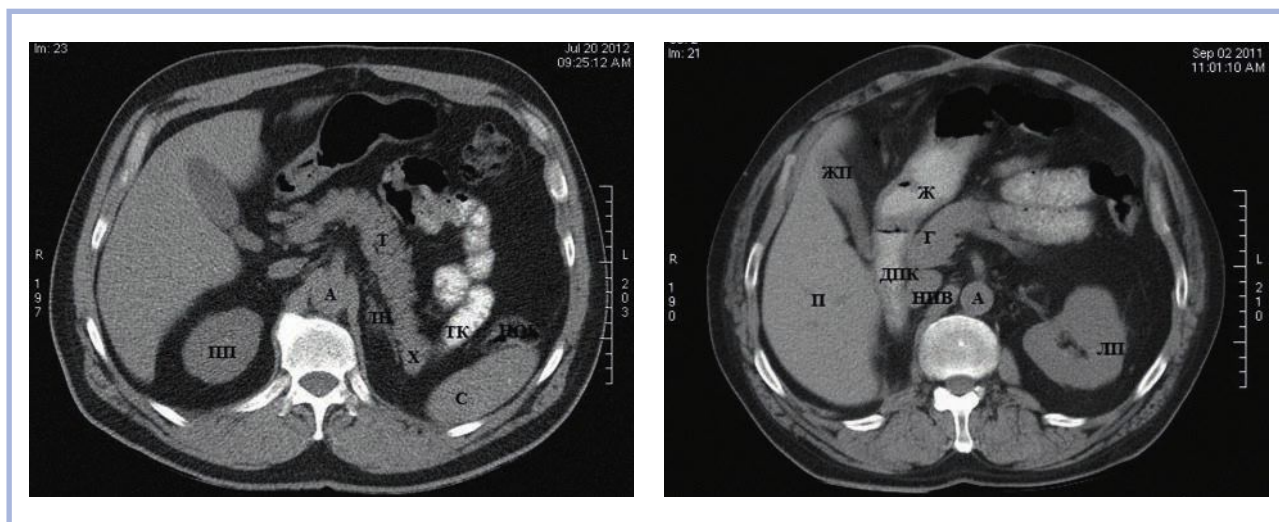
Аксиальные компьютерные томограммы брюшной полости и забрюшинного пространства после левосторонней и правосторонней нефрэктомии по поводу рака почки (из работы Ю.В. Сафроновой).
